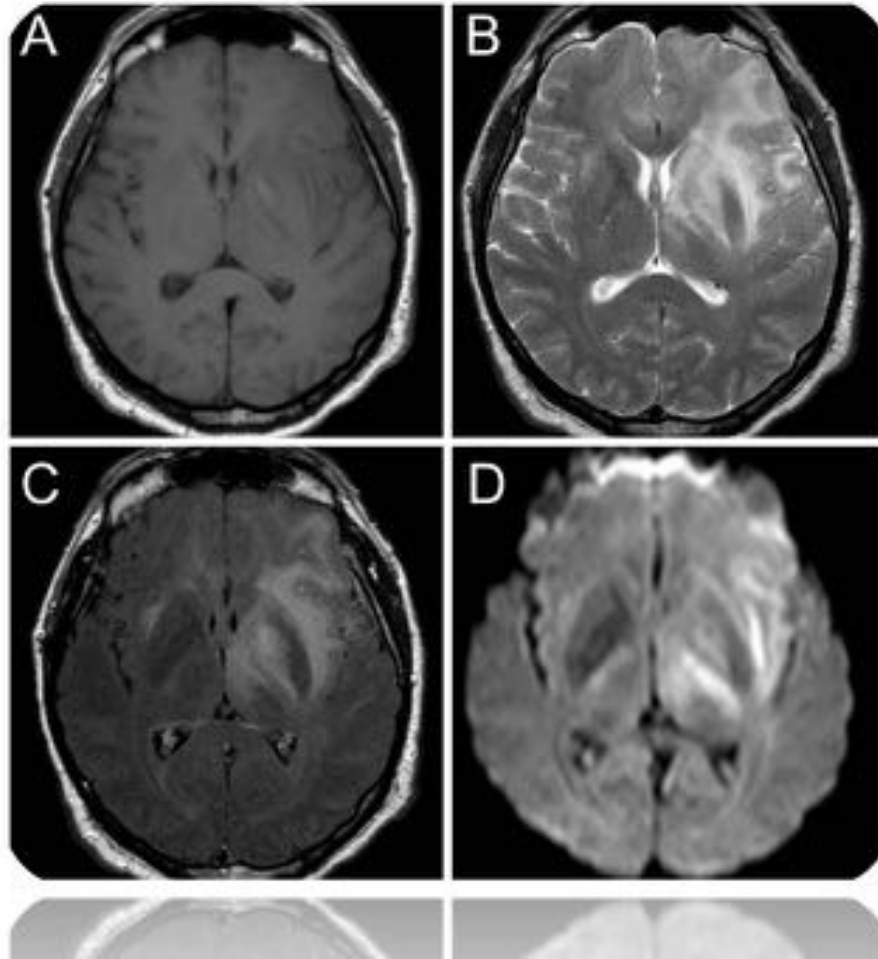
Planos axiales de RM en secuencias potenciadas en T1 tras la administración de contraste endovenoso (A), que pone de manifiesta una tenue captación en región ganglionar basal izquierda. Secuencias potenciadas en T2 (B) y FLAIR (C), que muestran una alteración de señal que afecta a la región frontotemporal izquierda y, con menor intensidad, en la región frontoparietal. En la secuencia de difusión (D), se observa una clara hiperintensidad que afectan a dichas áreas.
